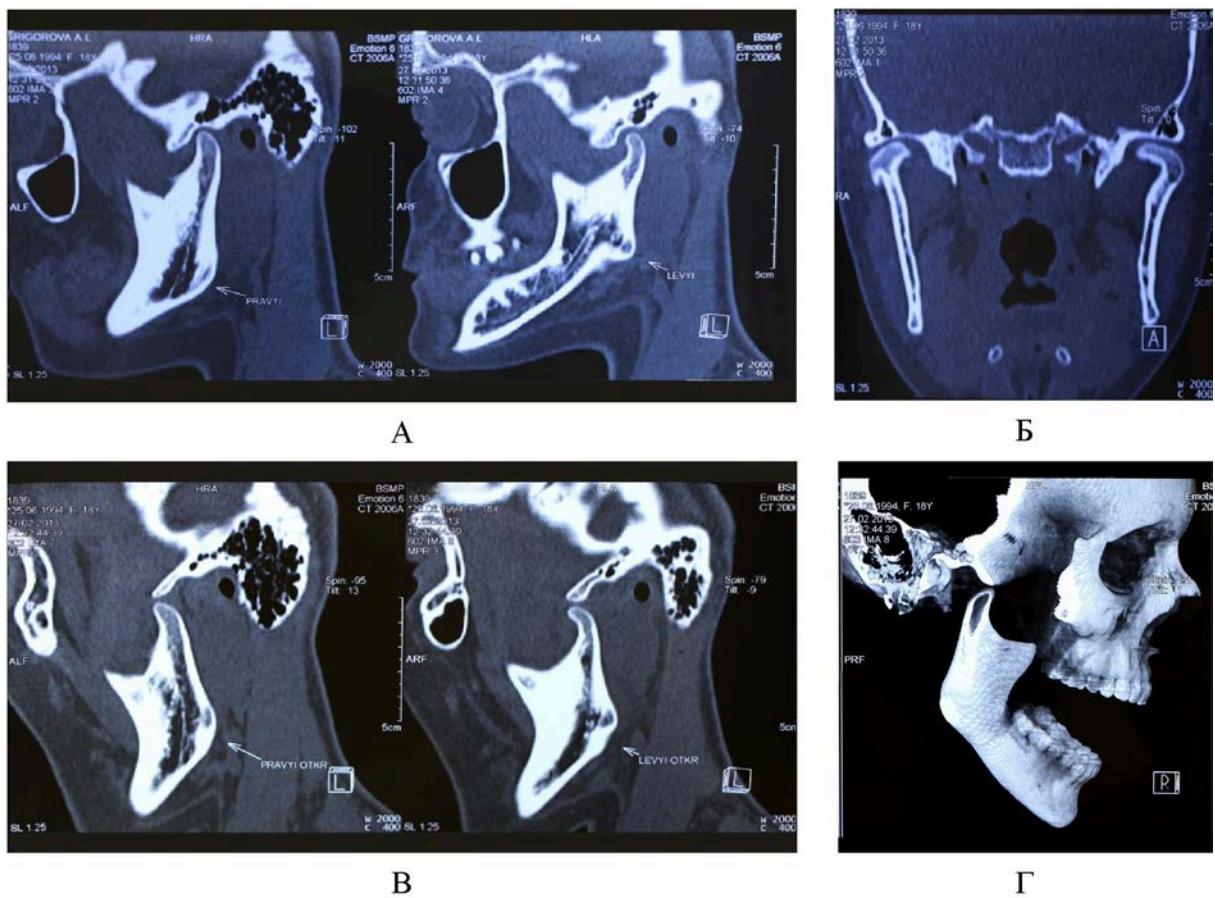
КТ ВНЧС пациентки К., 45 лет при первичном обращении:
